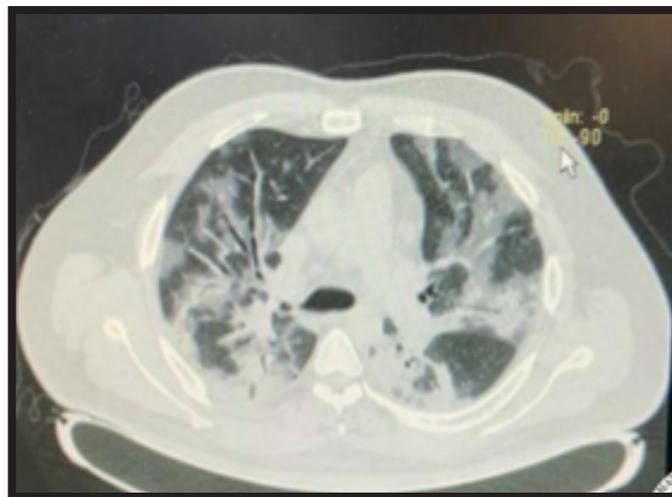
Tomografía axial computarizada de un paciente con infección por COVID-19.
